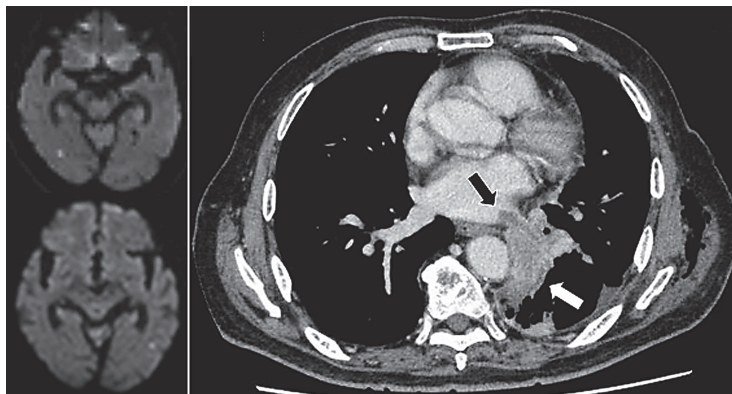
肺癌の82歳男性. 頭部MRI拡散強調画像で急性期脳梗塞あり. 原発性肺癌(白矢印)が肺静脈から左心房まで浸潤しており(黒矢印), 腫瘍塞栓による脳梗塞と判断した.
